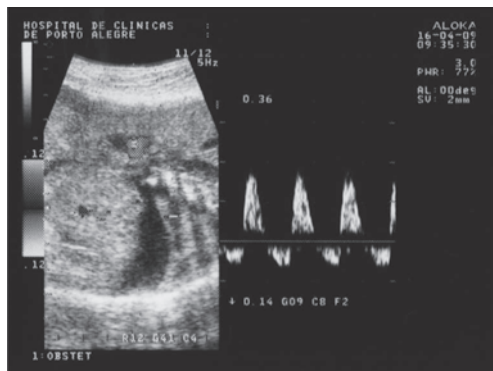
Dopplervelocimetria: diástole reversa.
